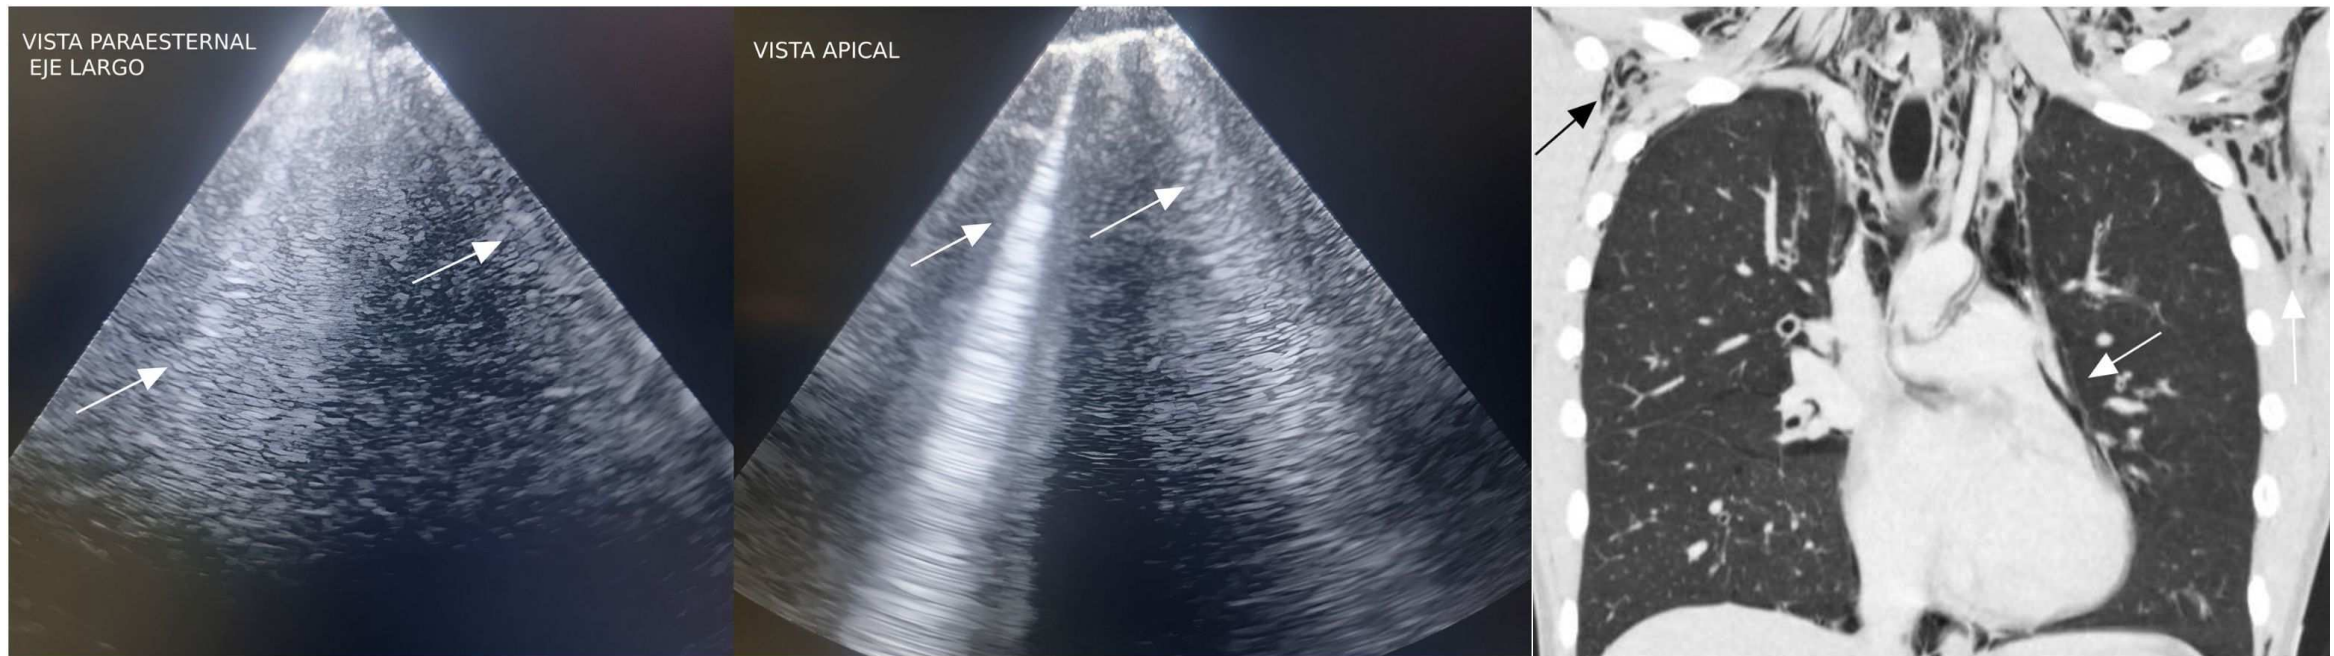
Ecografía subxifoidea donde se observó presencia de líneas B por artefacto aéreo. Ante sospecha de neumomediastino se realizó TC de tórax que mostró neumomediastino extenso y enfisema subcutáneo. (Qaseem A, Etxeandia-Ikobaltzeta I, Mustafa RA, et al. Neumomediastino espontáneo, uso de la ecografía pulmonar en el servicio de urgencias para el diagnóstico. Ann Intern Med. 2021;174(7):985-993.)
